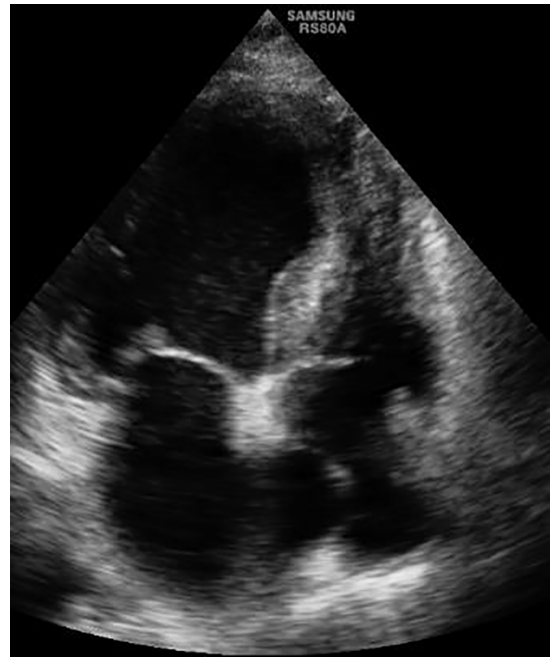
Эхокардиографическое исследование, секторный датчик. Четырёхкамерная позиция.
